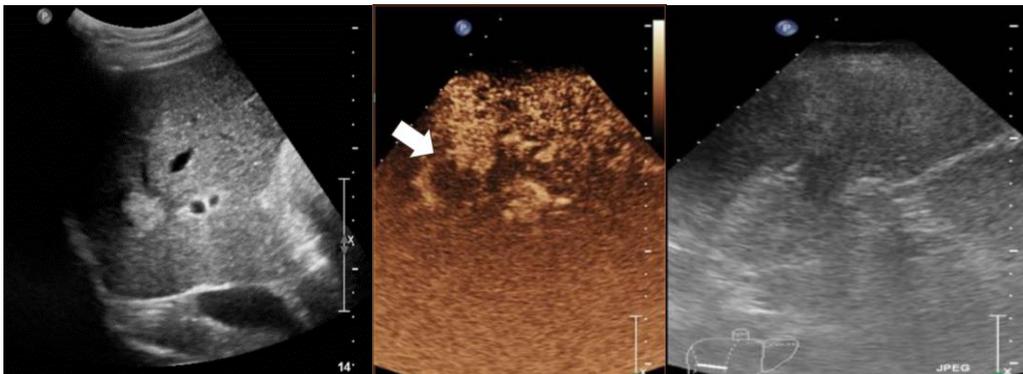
Ecografía modo B (izquierda) y con contraste (centro). Previo a la ablación por microondas (izquierda) se ve una lesión hiperecogénica redondeada. La ecografía a las 24 horas tras el tratamiento (derecha) mostraba una lesión hipoeecogénica sin realce
